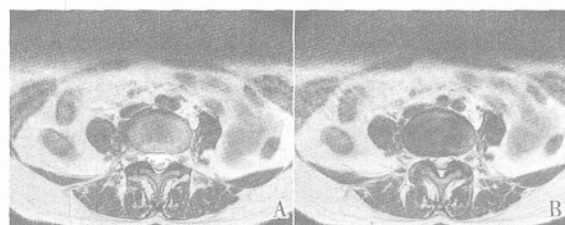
慢性腰痛患者 PRP 以及 ACE MRI 检查比较
